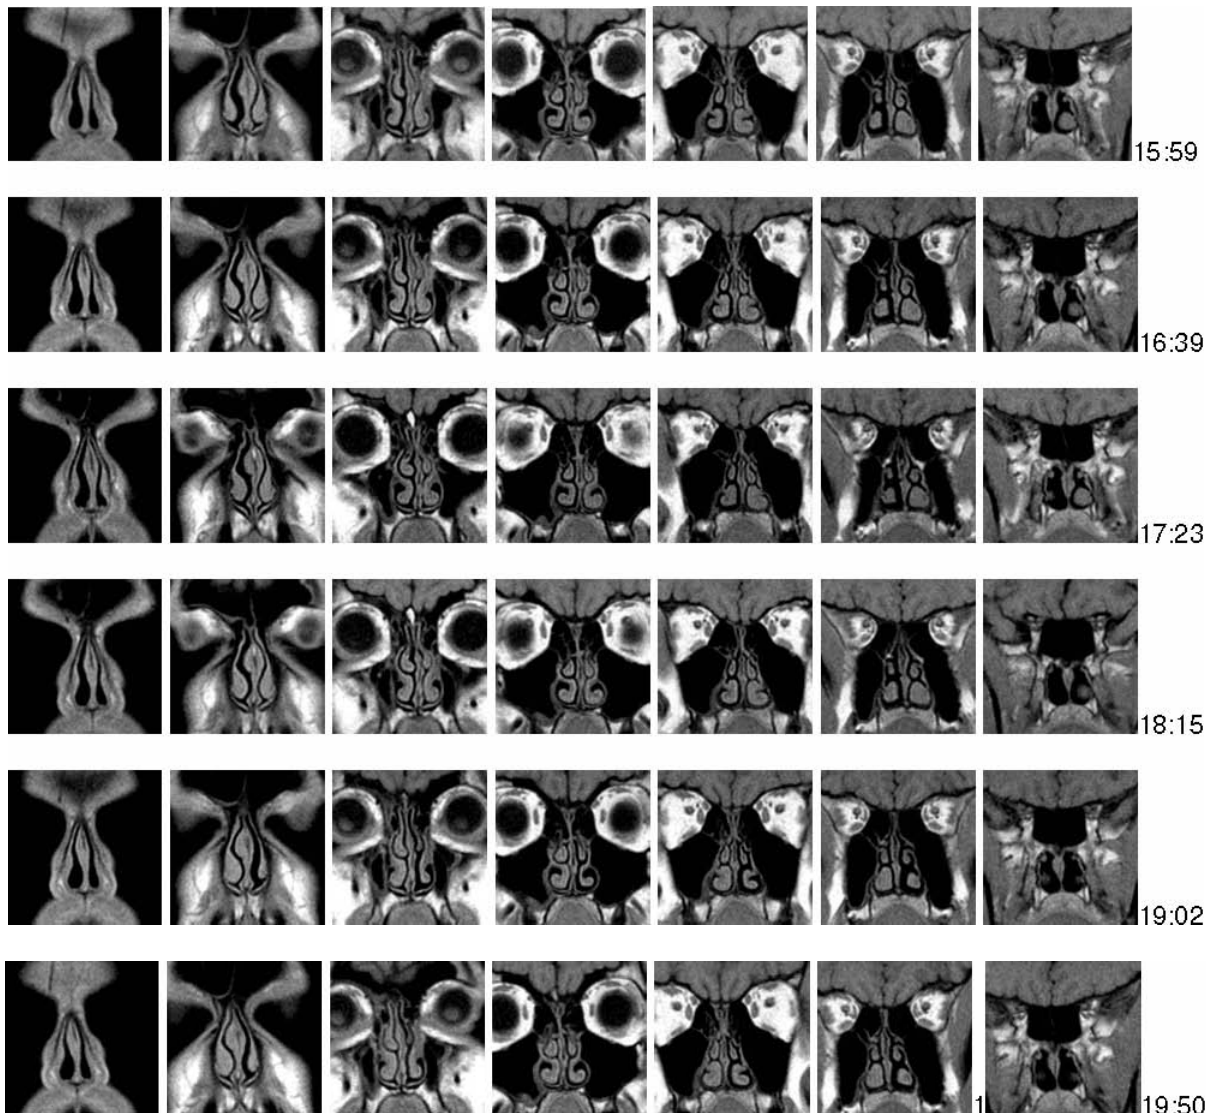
MRT-Schnittbilder des gleicher Proband zu verschiedenen Zeiten (Uhrzeit rechts) in den gleichen Ebenen dargestellt, Eine Umkehr der Belüftungsverhältnisse war um 19:02 nachweisbar.
